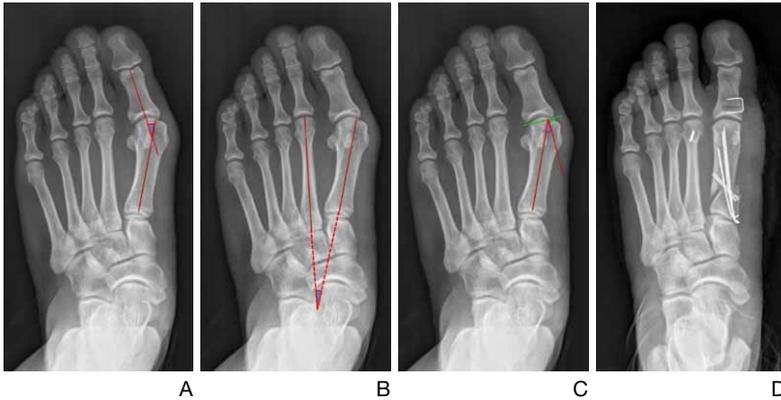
Foot standing anteroposterior radiographs of the left foot of a 34-year-old woman. (A) Hallux valgus angle is defined as the intersection angle between anatomical axis of the proximal phalanx and that of the 1st metatarsal, and that was measured to be 30 degrees. (B) Intermetatarsal angle is defined as the intersection angle between anatomical axis of the 1st metatarsal and that of the 2nd metatarsal, and that was measured to be 15 degrees. (C) Distal metatarsal articular angle is defined as the relationship of the articular surface of the distal 1st metatarsal with the longitudinal axis of the 1st metatarsal, and that was measured to be 24 degrees. According to the abovementioned radiographic measurements, it was categorized as moderate deformity. (D) We performed proximal chevron metatarsal osteotomy, distal soft tissue release, Akin osteotomy on the proximal phalanx and Weil osteotomy on the 2nd metatarsal.
